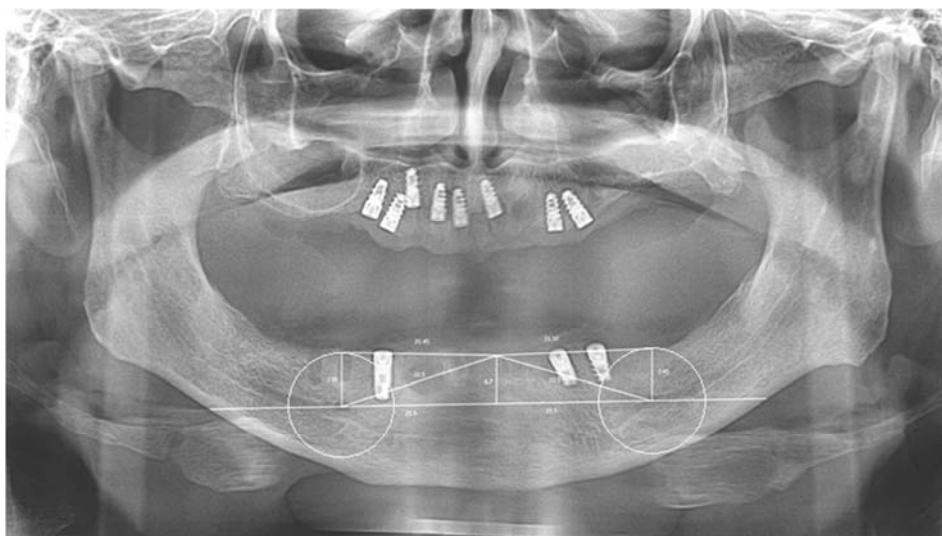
Приклад ортопантомограми пацієнта, яка підлягала цифровому аналізу з подальшим обрахунком індексів
